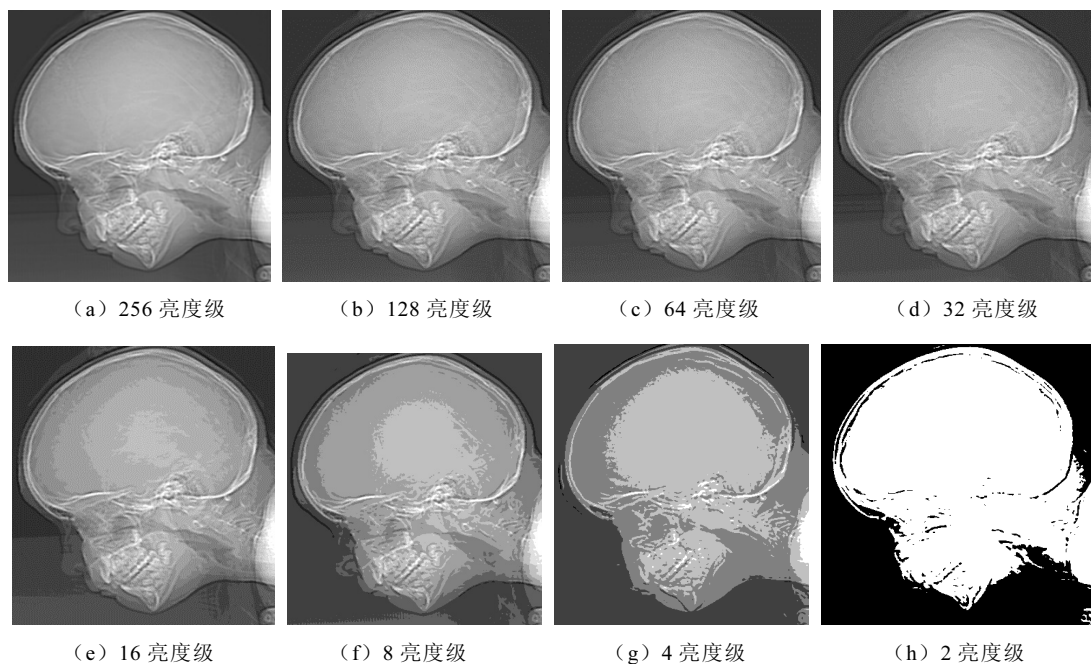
不同亮度级的人体头部 CT 投影图像
